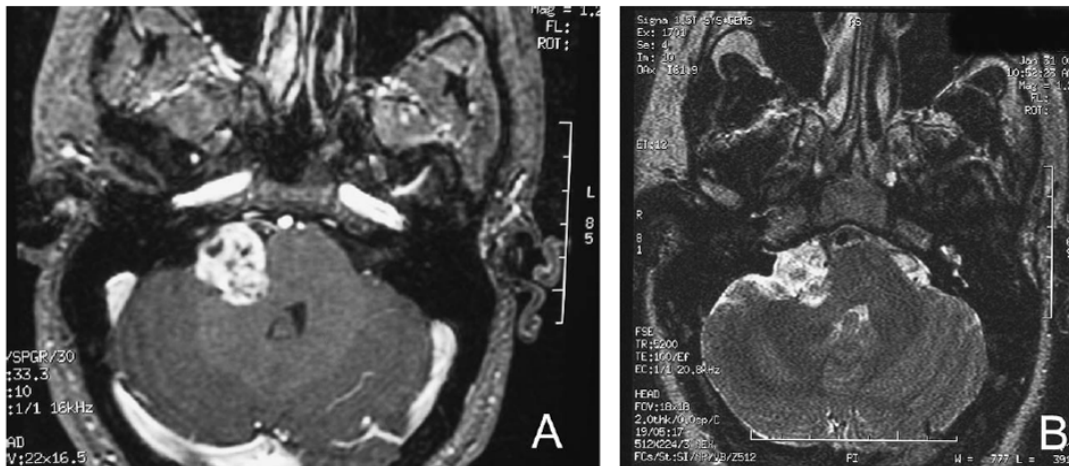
MRT-Aufnahmen eines zystischen Vestibularisschwannoms.
